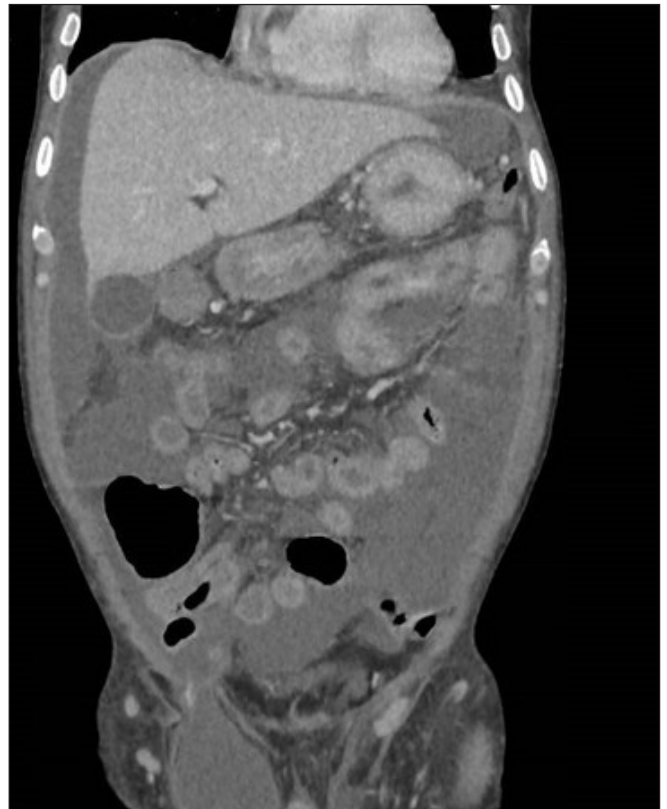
Corte transversal de TC abdominal a la semana de ingreso que muestra discreta mejoría del cuadro de enteritis, junto con aparición de ascitis moderada de novo.
